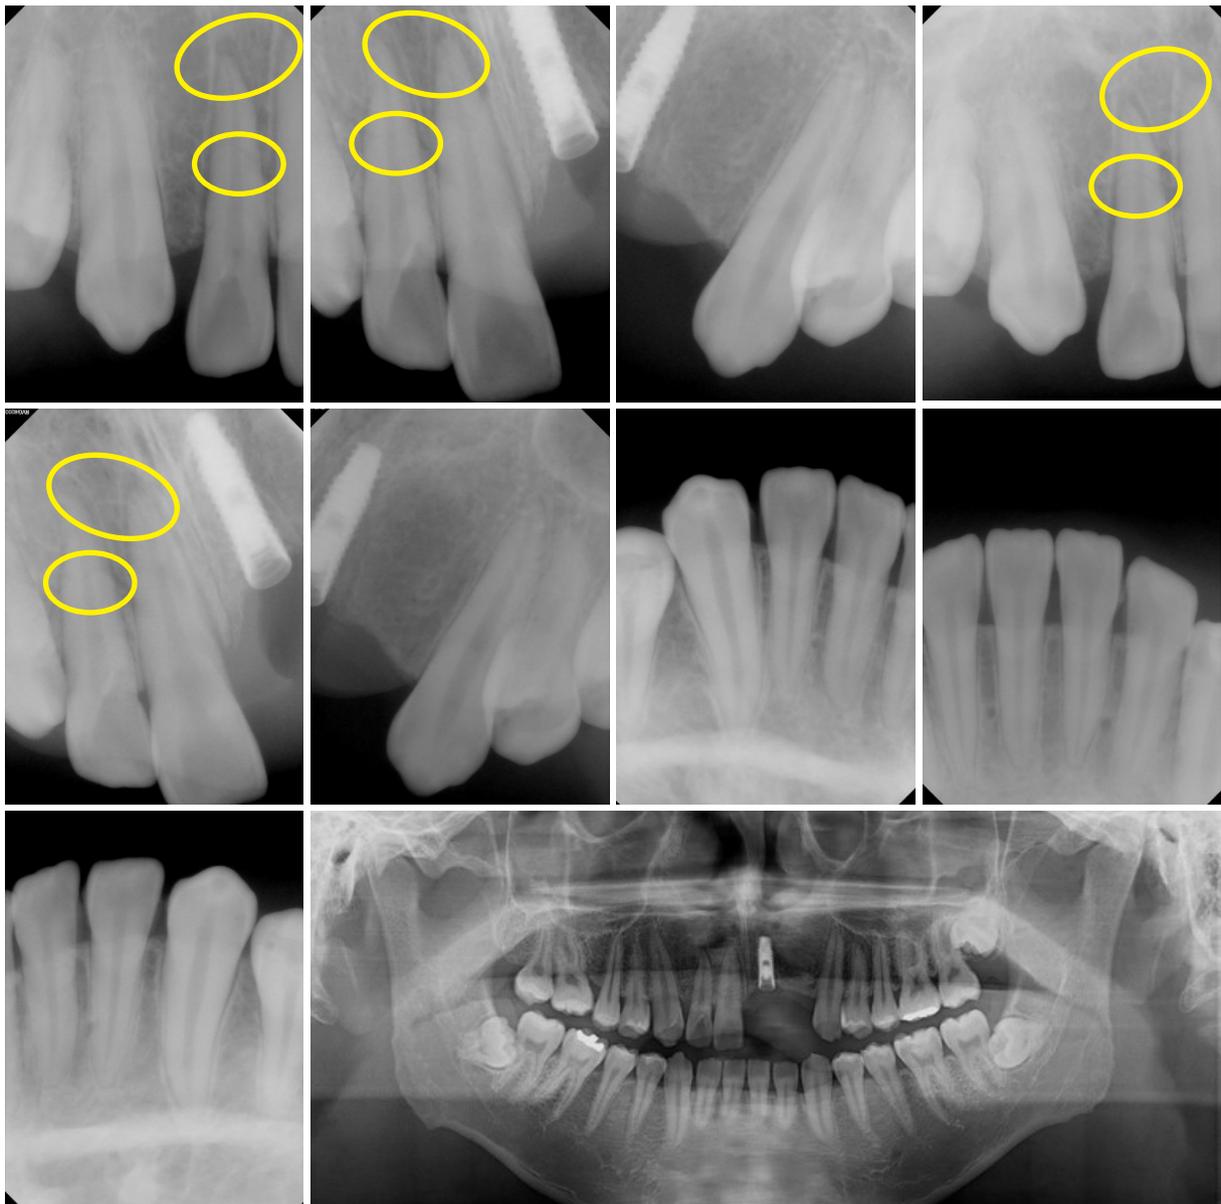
초진 시 촬영한 치근단 및 파노라마 방사선 사진
